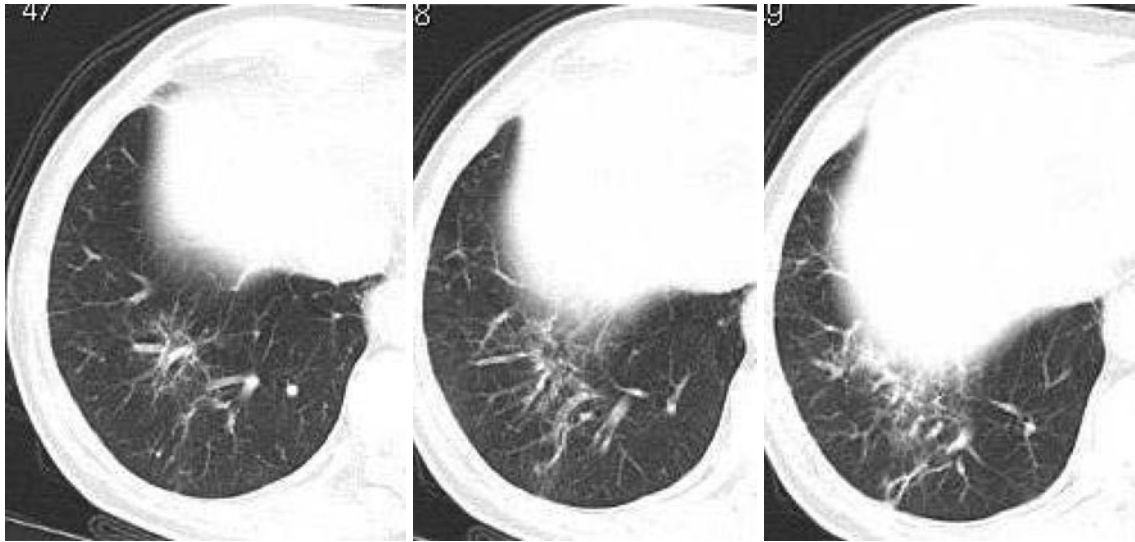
Chest CT showing complete regression of the lymphoma.
